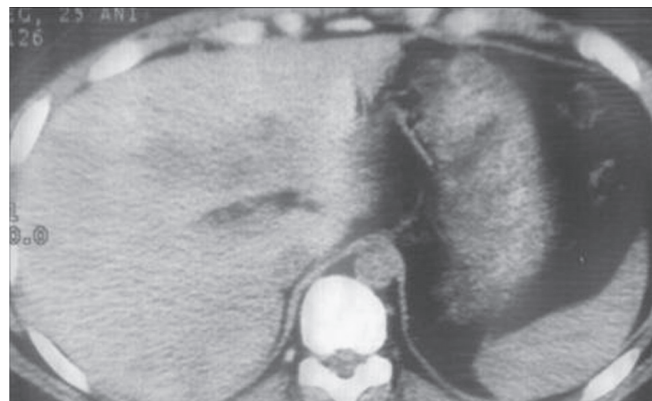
TC cu TH gr. IV (Mirvis), la 3 luni de la TNO
